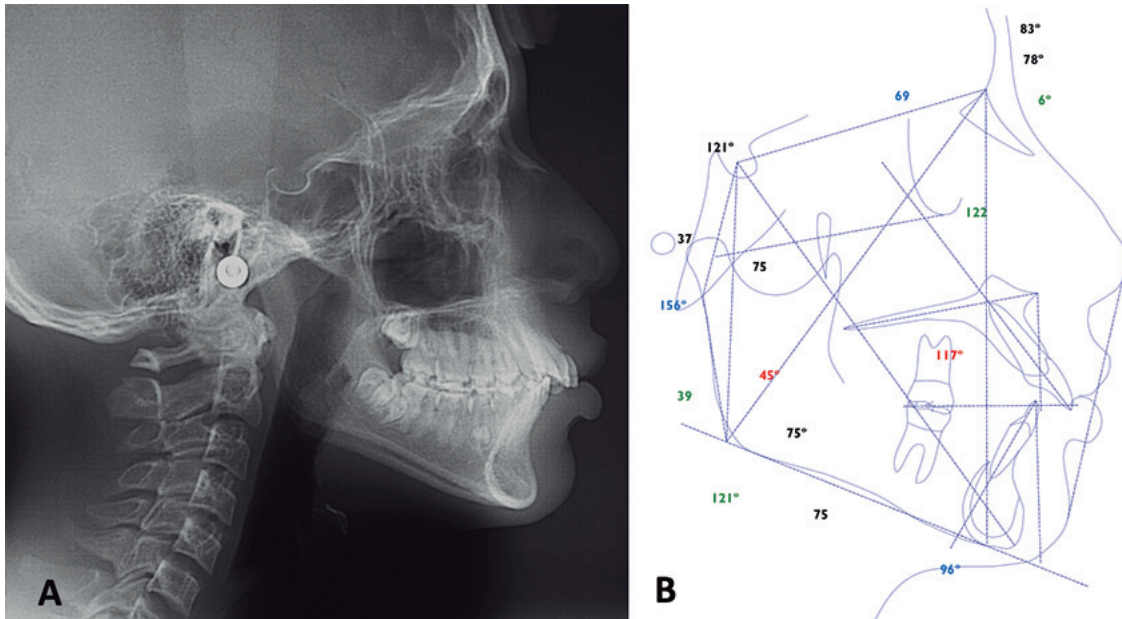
A: Telerradiografía de perfil, B: Análisis de Roth-Jarabak.
